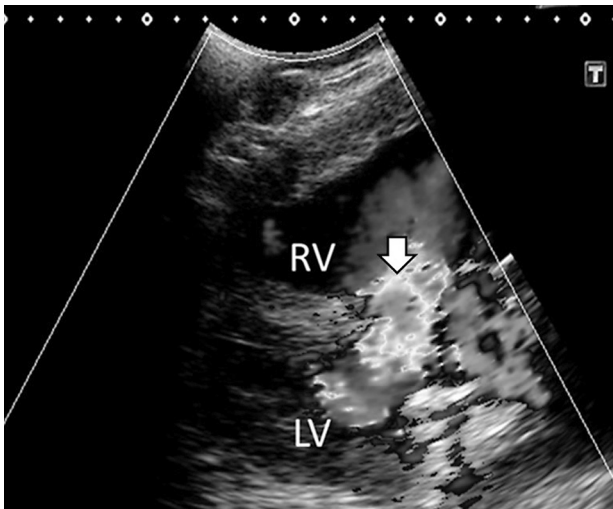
右側からの心超音波検査所見。心室中隔欠損孔(矢印)における血液の乱流が確認された。RV: 右心室、LV: 左心室
